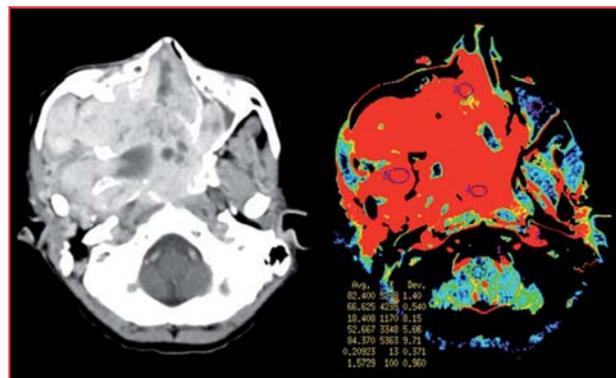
СКТ-перфузия выявляет высокую интенсивность кровотока во всей опухоли.
